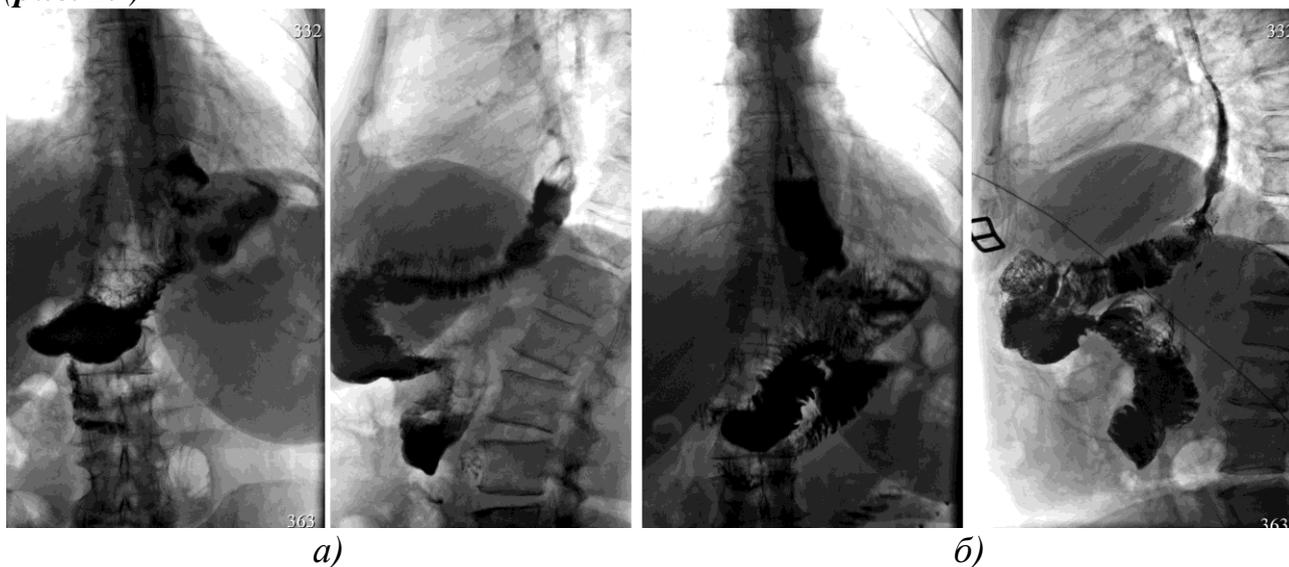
Рентгенография кишечного трансплантата в отдаленном периоде: а) 2,5 года после операции; б) 3,5 года после операции.
